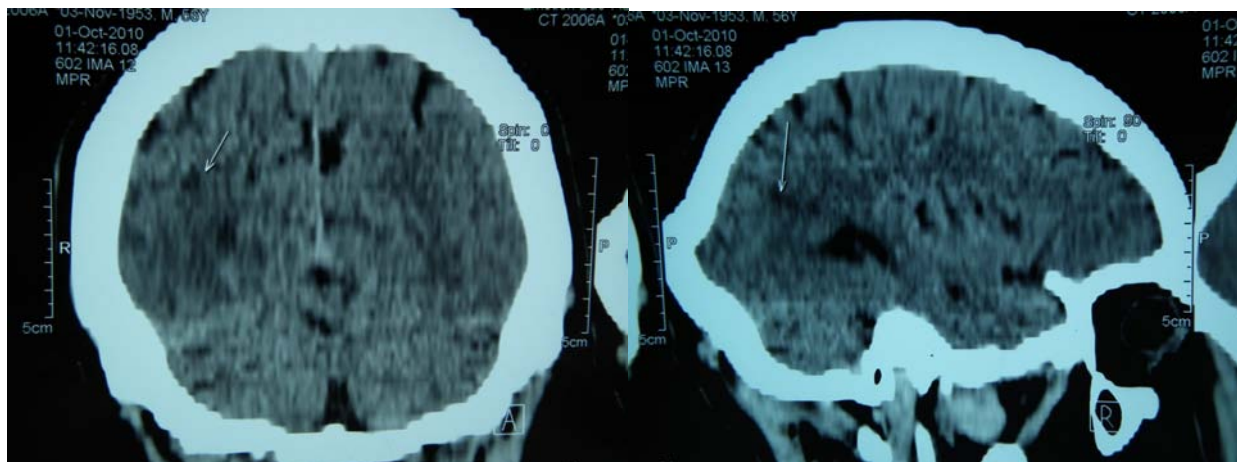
CT cerebral cu indicarea focarului de ischemie parieto-temporal dreapta
